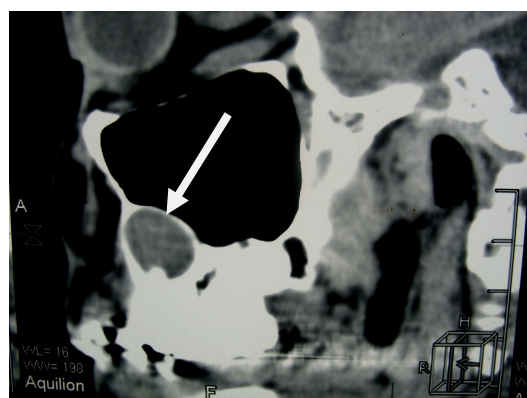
Реформат костей лицевого черепа МСКТ в сагитальной проекции до лазероцистэктомии
